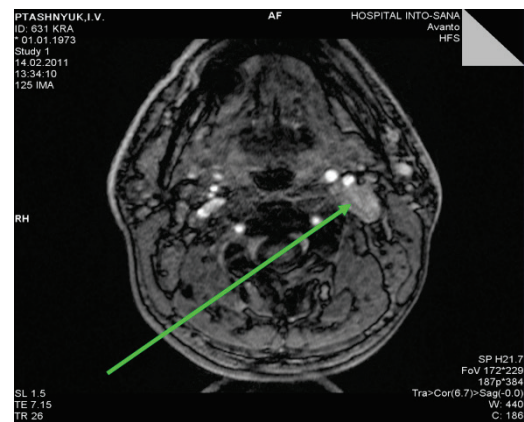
МРТ-органов шеи. Режим МР-ангиографии, коронарная проекция. Сосудистое образование в области бифуркации левой сонной артерии, наружная и внутренняя сонные артерии расположены по передне-медиальной его поверхности.
